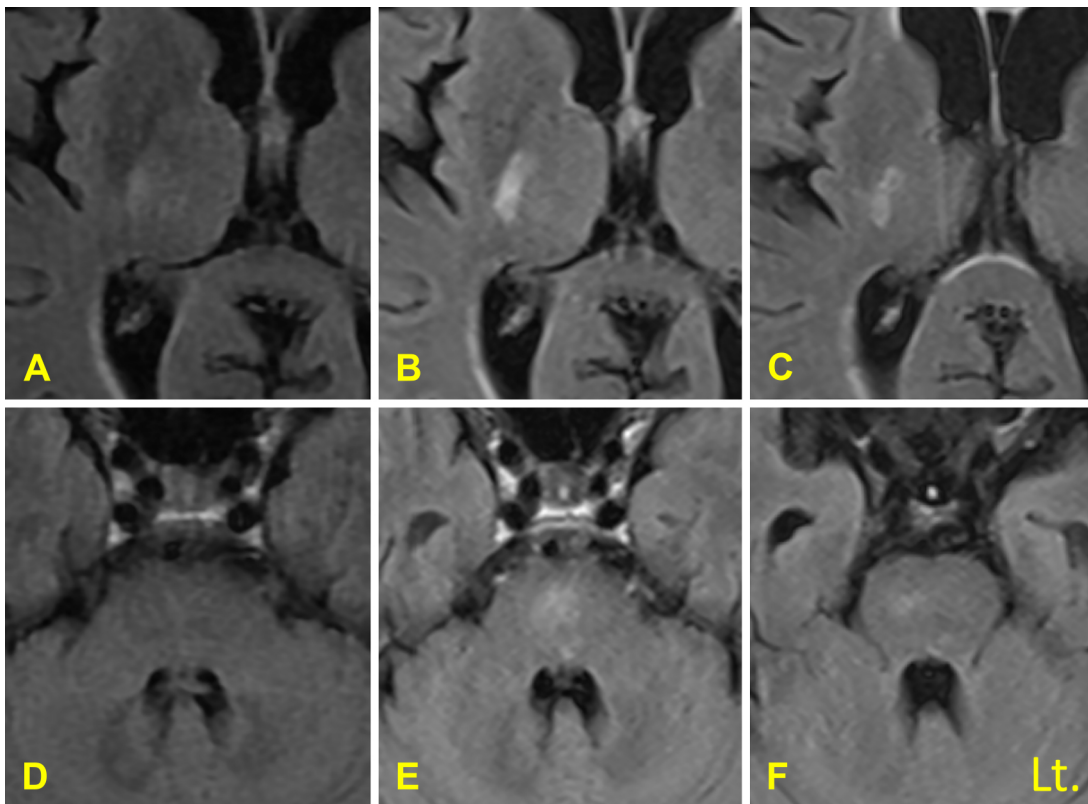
Changes of the axial brain MRI findings during the treatment.
